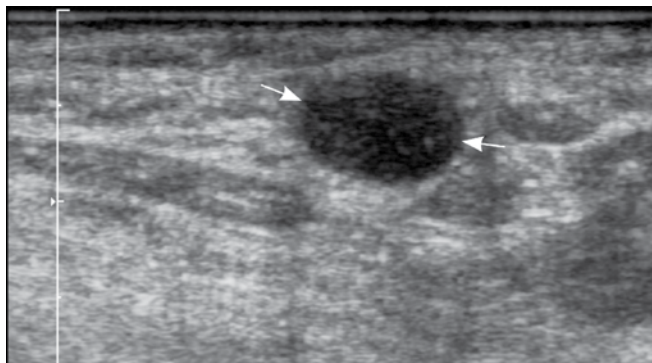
Liczne powiększone węzły chłonne (strzałki) wzdłuż mięśnia mostkowo-obojęczkowo-sutkowego (M): owalne, okrągłe i podłużne, hipoechogeniczne, bez wyraźnych wnęk. Obraz ultrasonograficzny niejednoznaczny – mógłby odpowiadać chłoniakowi, jednak nie można jednoznacznie wykluczyć przerzutów. Ostateczne rozpoznanie: sarkoidoza
